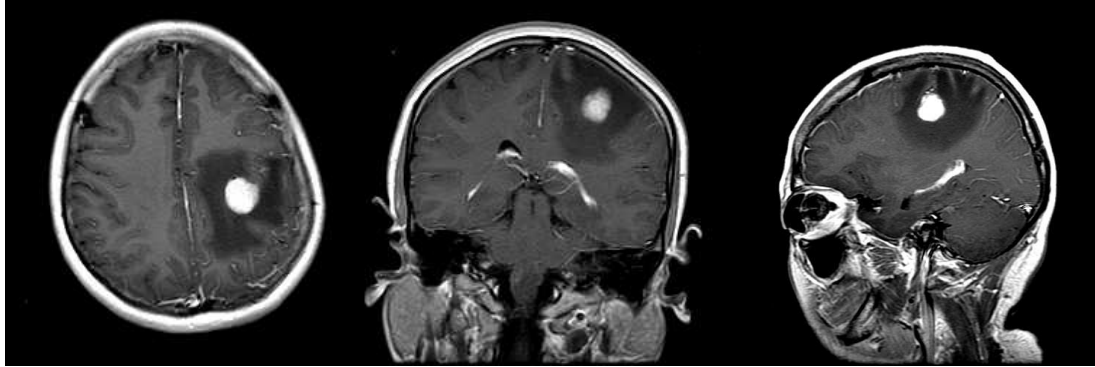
Preoperative brain MRI of the case of Hepatocellular ca.
